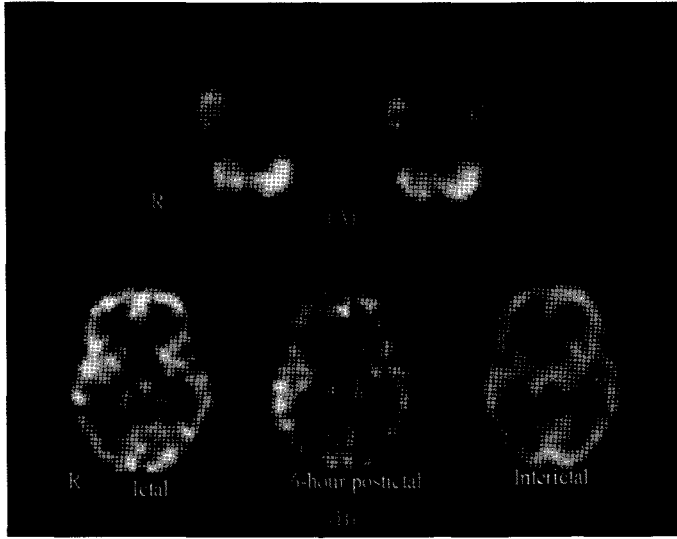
(A) Hyperperfusion of interictal SPECT in the right temporal lobe (false lateralization). (B) Delayed 6-hour postictal hyperperfusion in the right temporal lobe).
